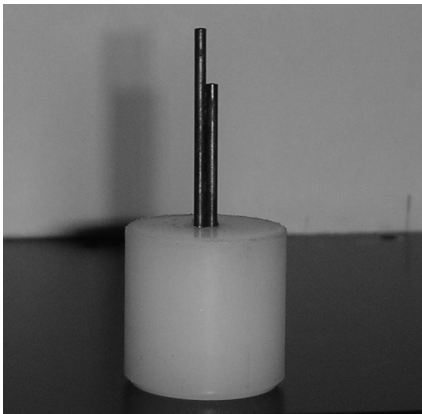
Final needles arrangement for the ultrasonic propagation speed measurement.
